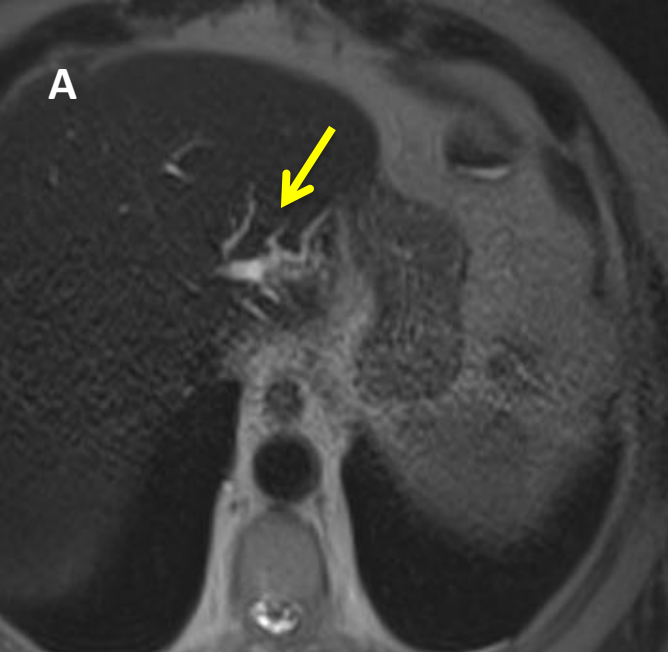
Mismo paciente de la Figura 1. RM de Junio de 2012 con secuencias TSE-T2 axial, coronal y CPRM (imágenes A a C) donde se confirma dilatación de los radicales biliares del segmento II, sin defectos de repleción en su interior que simulaban una LOE en la TC. RM de Abril de 2015 con secuencias CPRM y TSE-T2 axial (imágenes D y E) donde también se confirma la dilatación progresiva de la vía biliar intrahepática ya señalada en la figura 1.
